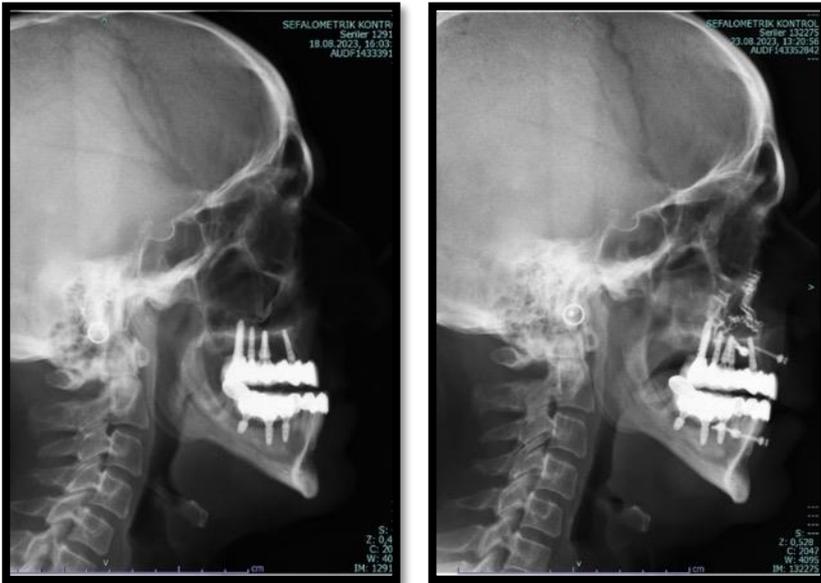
Case 1, pre-post cephalometric radiography
